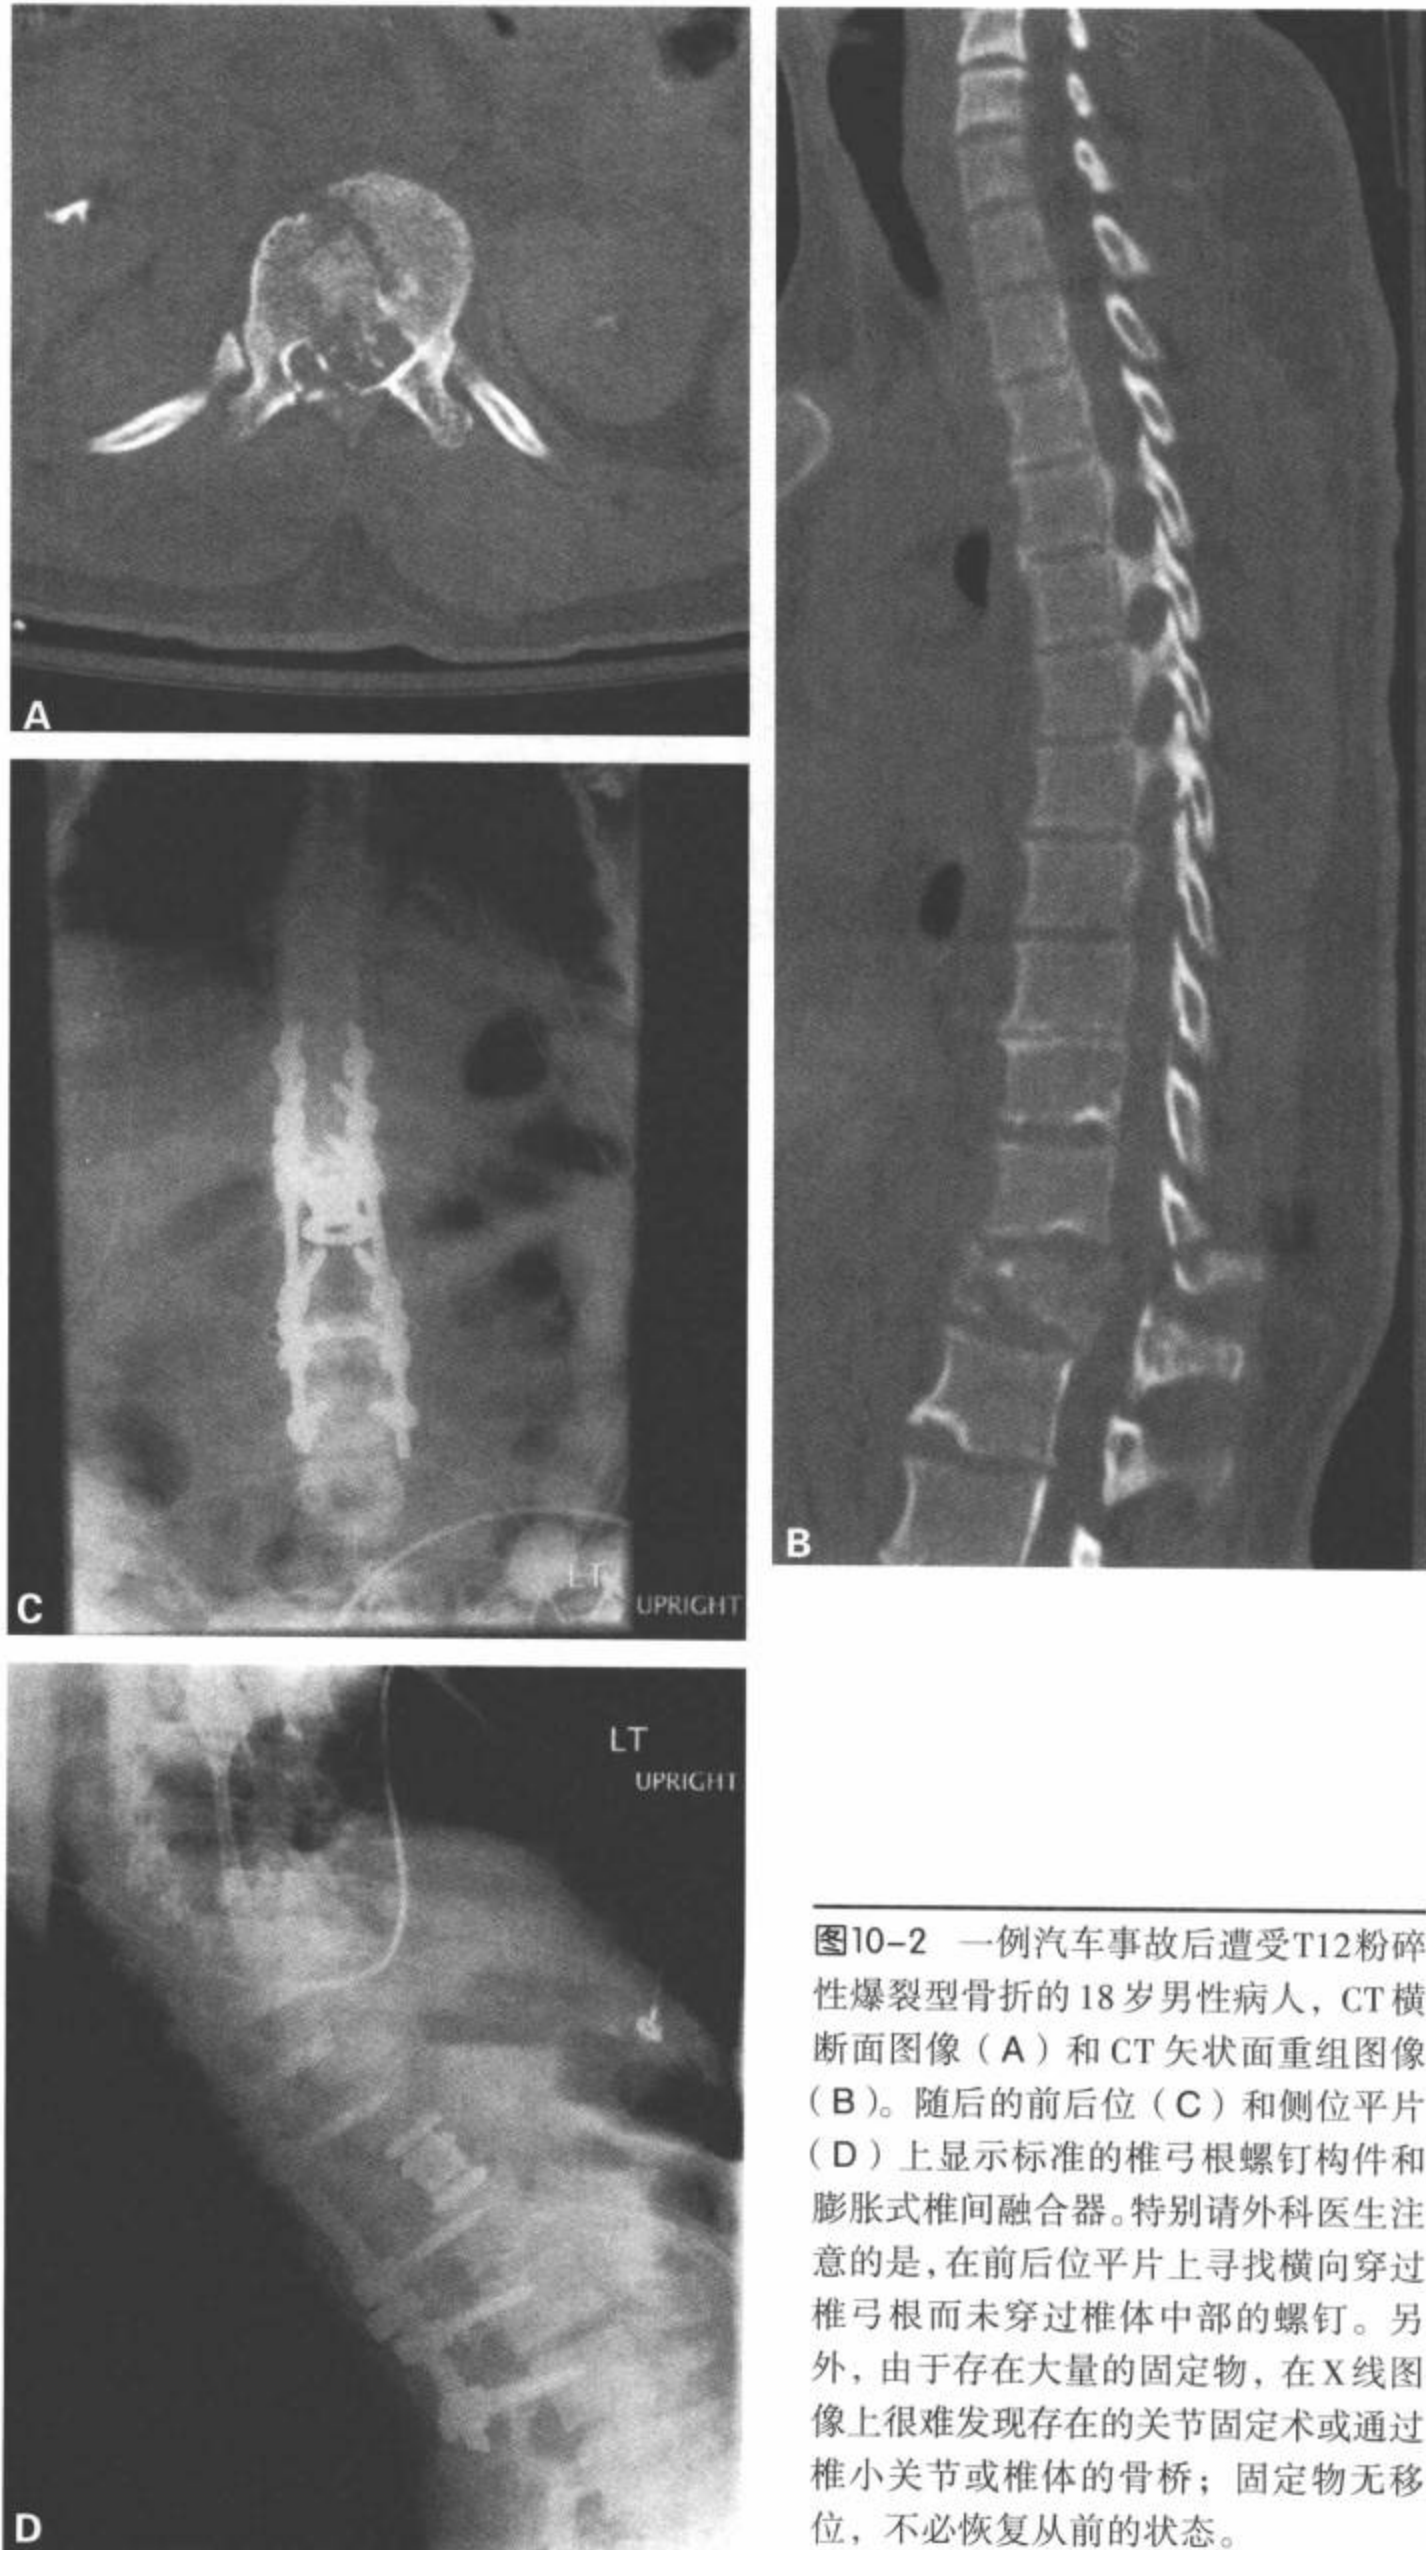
一例汽车事故后遭受T12粉碎性爆裂型骨折的18岁男性病人，CT横断面图像（A）和CT矢状面重组图像（B）。随后的前后位（C）和侧位平片（D）上显示标准的椎弓根螺钉构件和膨胀式椎间融合器。特别请外科医生注意的是，在前后位平片上寻找横向穿过椎弓根而未穿过椎体中部的螺钉。另外，由于存在大量的固定物，在X线图像上很难发现存在的关节固定术或通过椎小关节或椎体的骨桥；固定物无移位，不必恢复从前的状态。
